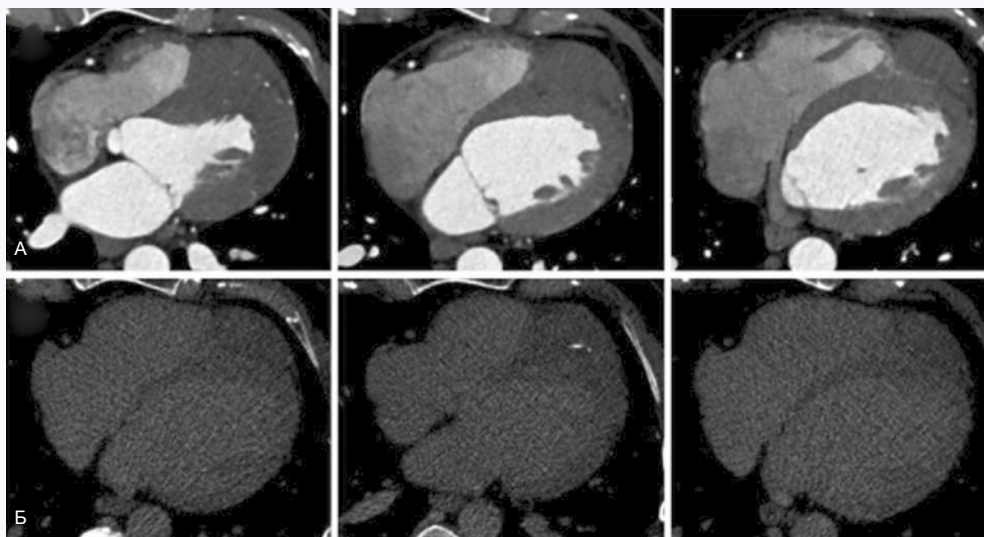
КТ-картина рабдомиомы сердца в двухэнергетическом режиме, срезы в аксиальной проекции на трех разных уровнях. А – изображения в артериальную фазу; Б – изображения в венозную фазу
